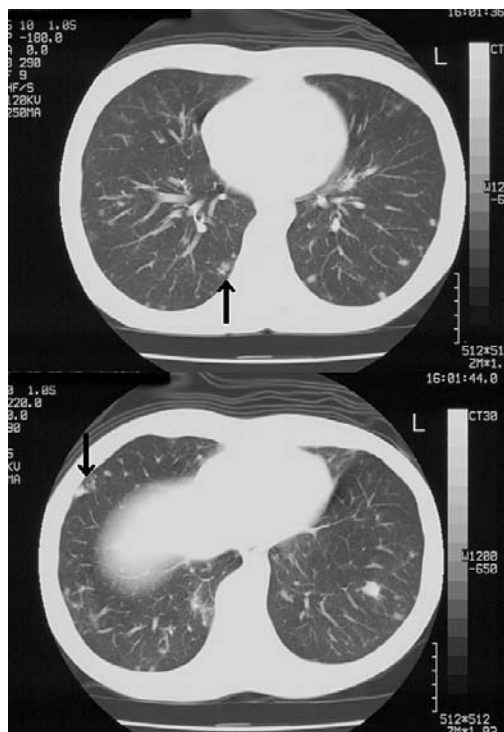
Chest computed tomography (9/14)
